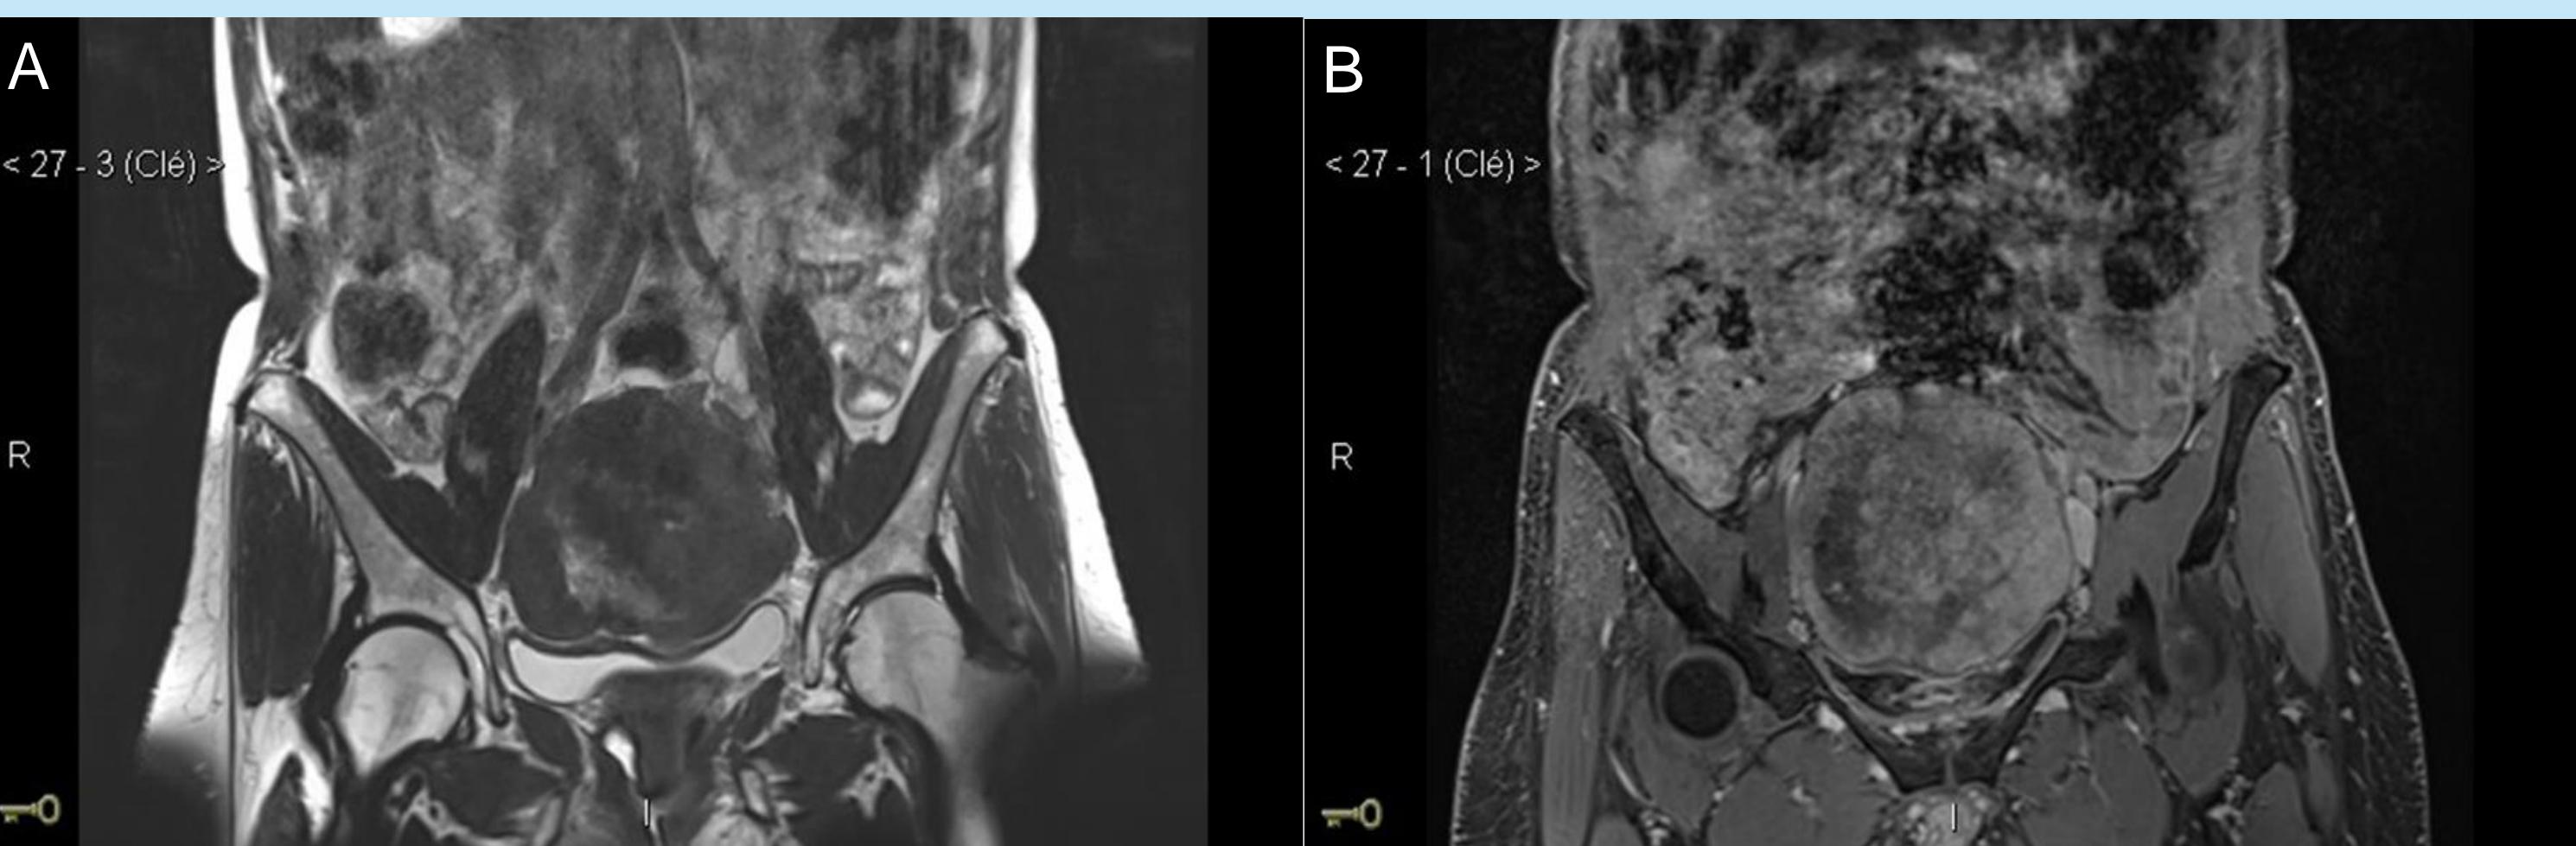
Masse centro-pelvienne de 8\*10 cm à l'IRM.
